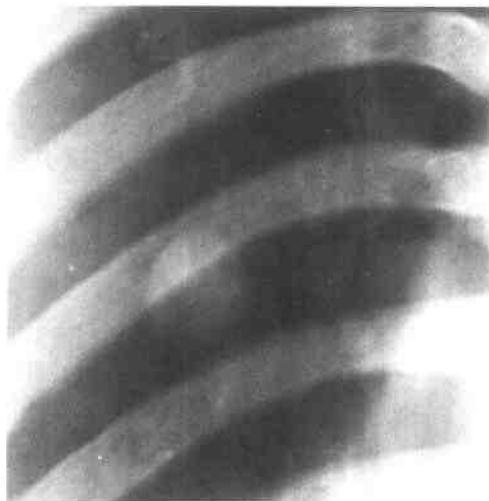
周围型典型肺类癌，X线示肿瘤为球形，边缘光滑整齐
